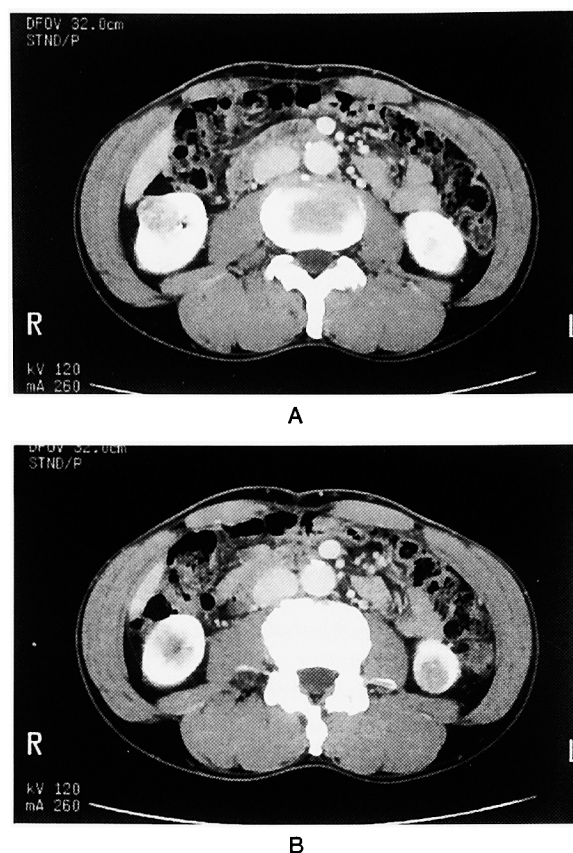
Abdominal CT with contrast enhancement shows right renal mass that was 24 mm in diameter at the lower pole of the kidney (A), and shows left renal mass that was 26 mm in diameter at the lower pole of the kidney (B).
